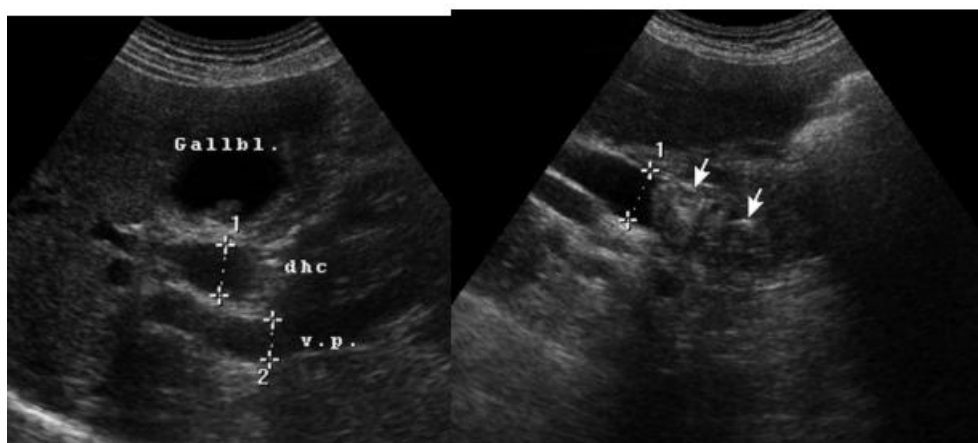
УЗИ больной В., 58 лет (а, б). Визуализируются эхопозитивные конкременты в расширенном ОЖП. Холедохолитиаз
